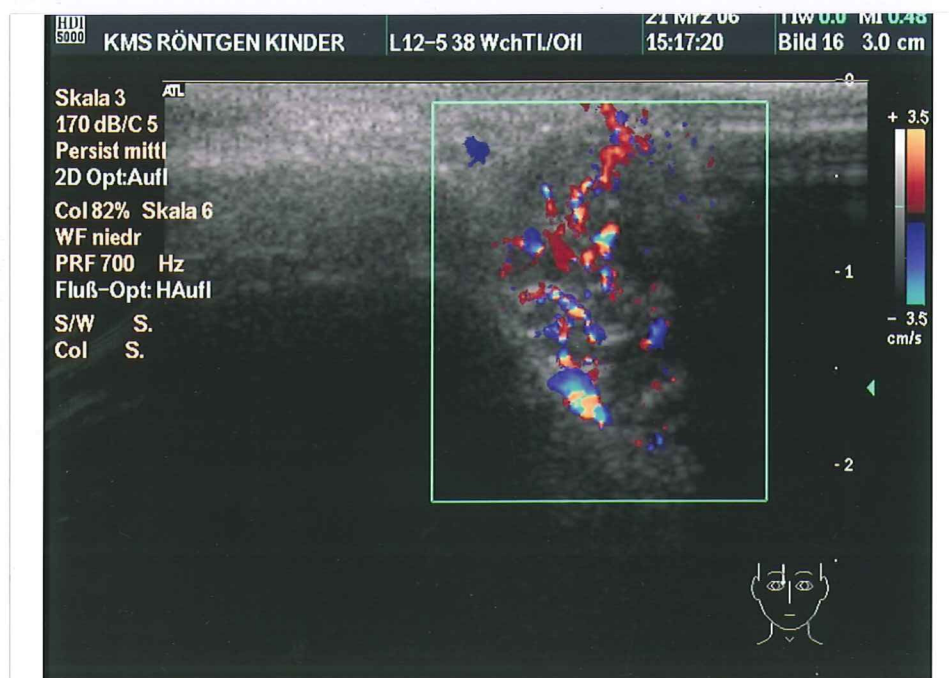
(gleiche Patientin wie Abbildung 1), in der Farbkodierten Duplexsonographie ausgeprägte Hyperämie innerhalb der Raumforderung
